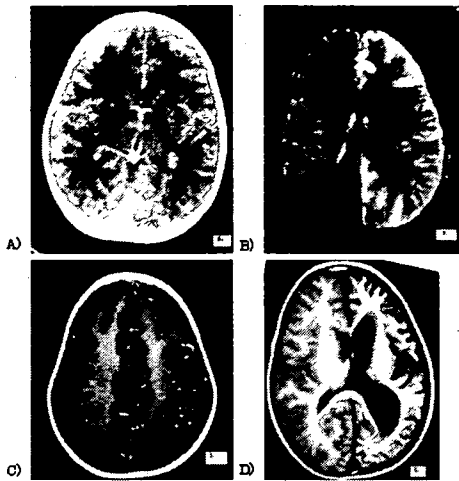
CT and MRI findings.
